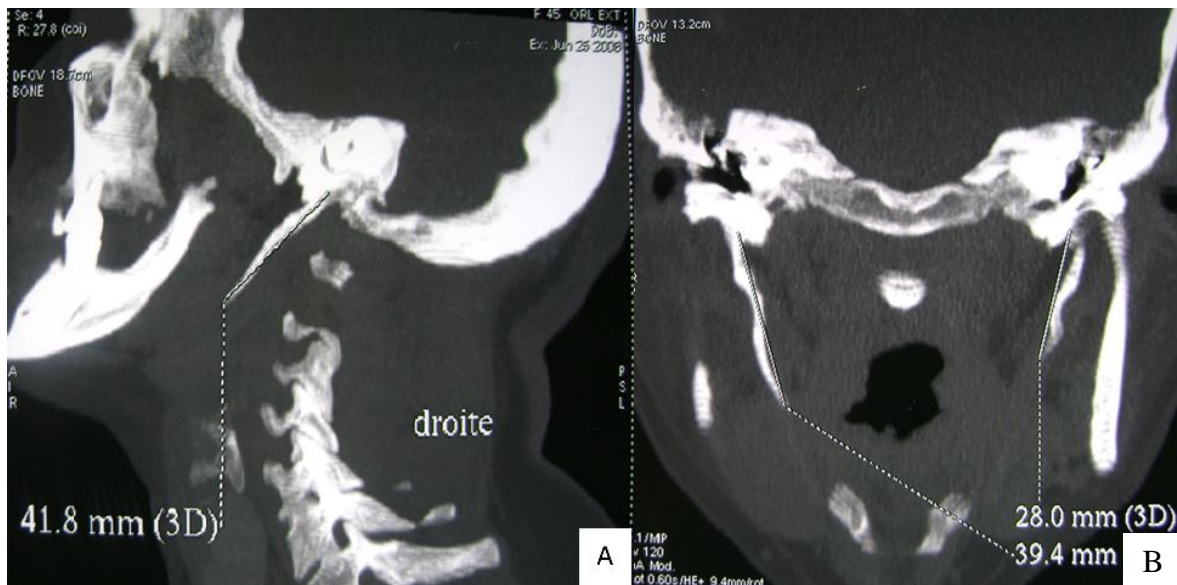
TDM cervico-facial; reconstruction sagittale (A) et coronale (B);
